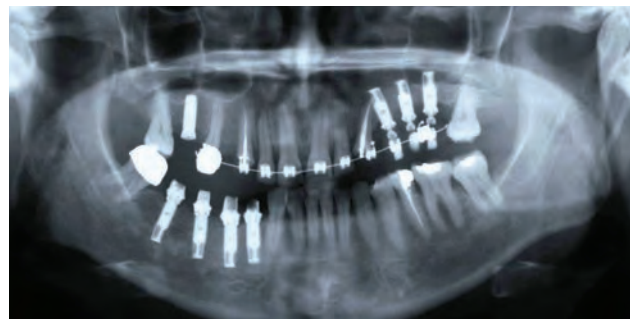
Ortopantomografia: si noti la presenza di impianti dentari nella compagine ossea atti a sostituire le radici dentarie dei denti naturali estratti.
